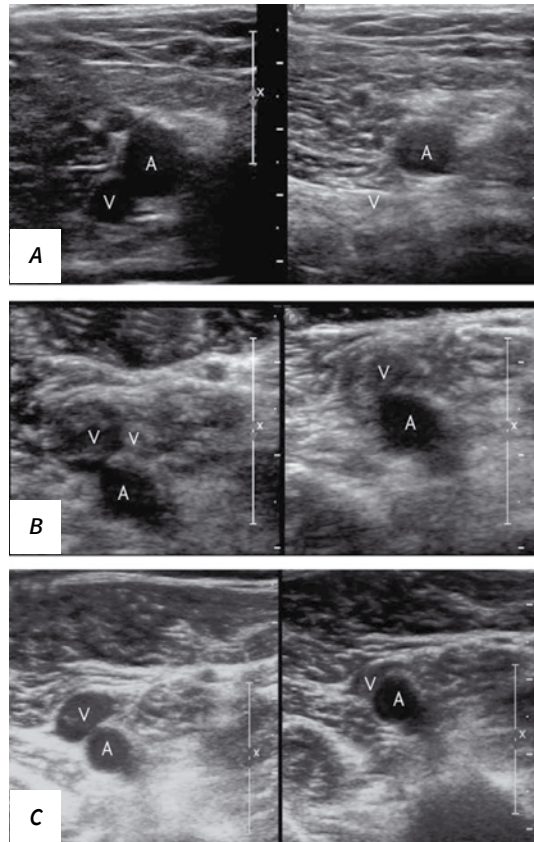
Evaluarea sonografică a compresibilității: A – vena poplitee compresibilă fără tromb ecogen în vena normală; B – vena poplitee mărită necompresibilă cu tromb ecogen în tromboza venoasă profundă acută; C – vena poplitee parțial compresibilă cu tromb ecogen parțial recanalizat în lumen în tromboza venoasă profundă cronică (A – artera; V – vena) [10]
